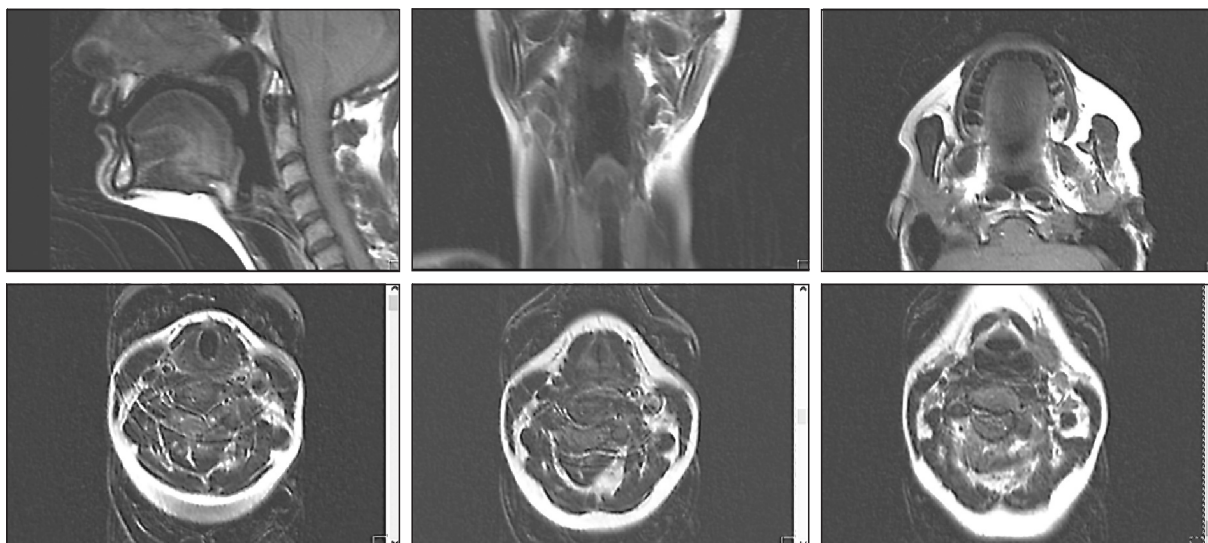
МР-томограммы при артикулировании гласного «о» в слове *кѡц* 'сила'. Верхний ряд, слева направо: срединный сагиттальный срез; фронтальный срез через глотку, гортань и трахею; аксиальный срез через ротоглотку. Нижний ряд, слева направо: аксиальные срезы через гортань на уровне подвязочного пространства; на уровне голосовых связок; на уровне входа в гортань
